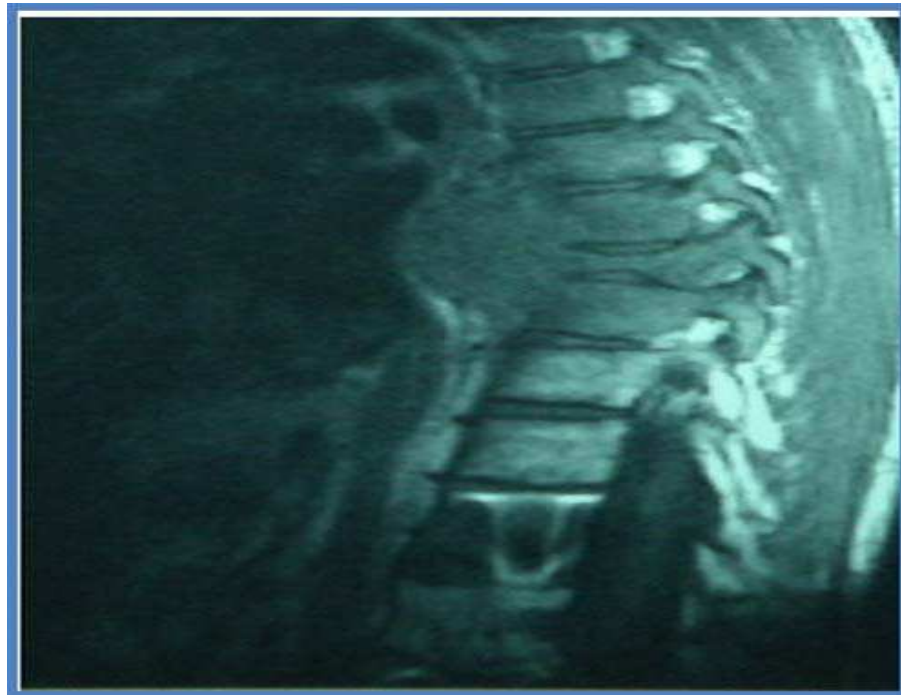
Coupe sagittale d'une IRM en temps T1 du rachis dorso-lombaire montrant une image hypointense étendue de D6 à D9 avec tassement en galette de D8 et excroissance osseuse antéro-postérieure et envahissement épidual comprimant la moelle dorsale.
